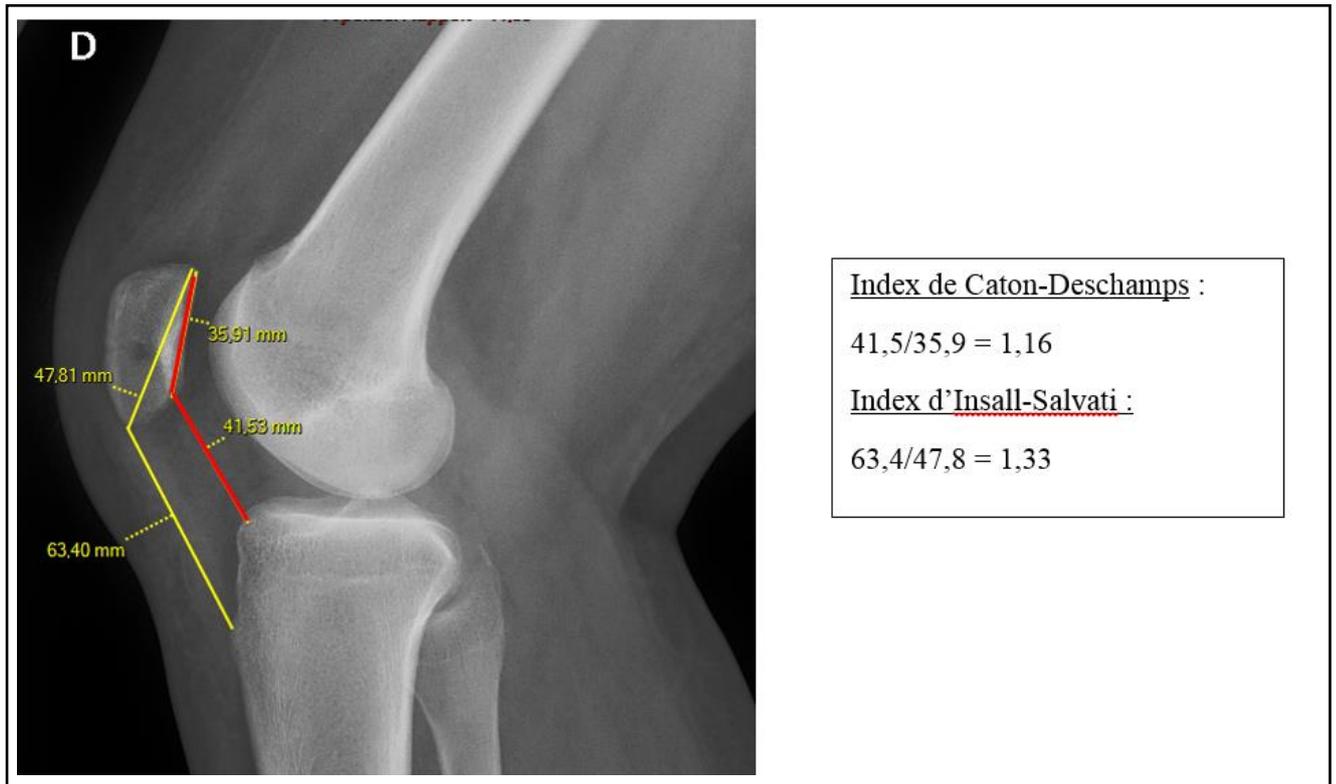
Radiographie du genou droit à 30° de flexion pour mesurer l'index de Caton-Deschamps (tracé de droite, rouge) et d'Insall-Salvati (tracé de gauche, jaune).
